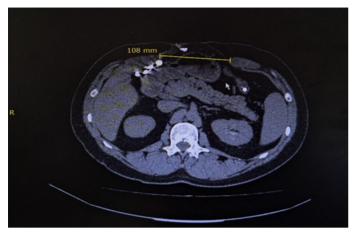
Томограмма органов брюшной полости пациента В. 65 лет через 4 недели после введения БТА
